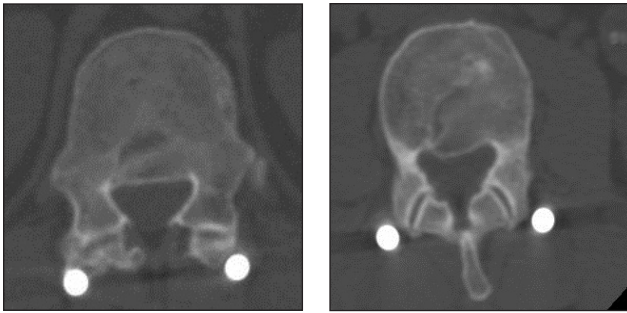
Аксиальні томограми з ознаками ендоостальної регенерації тіла хребця та заднього спондилодезу на оперованому сегменті
